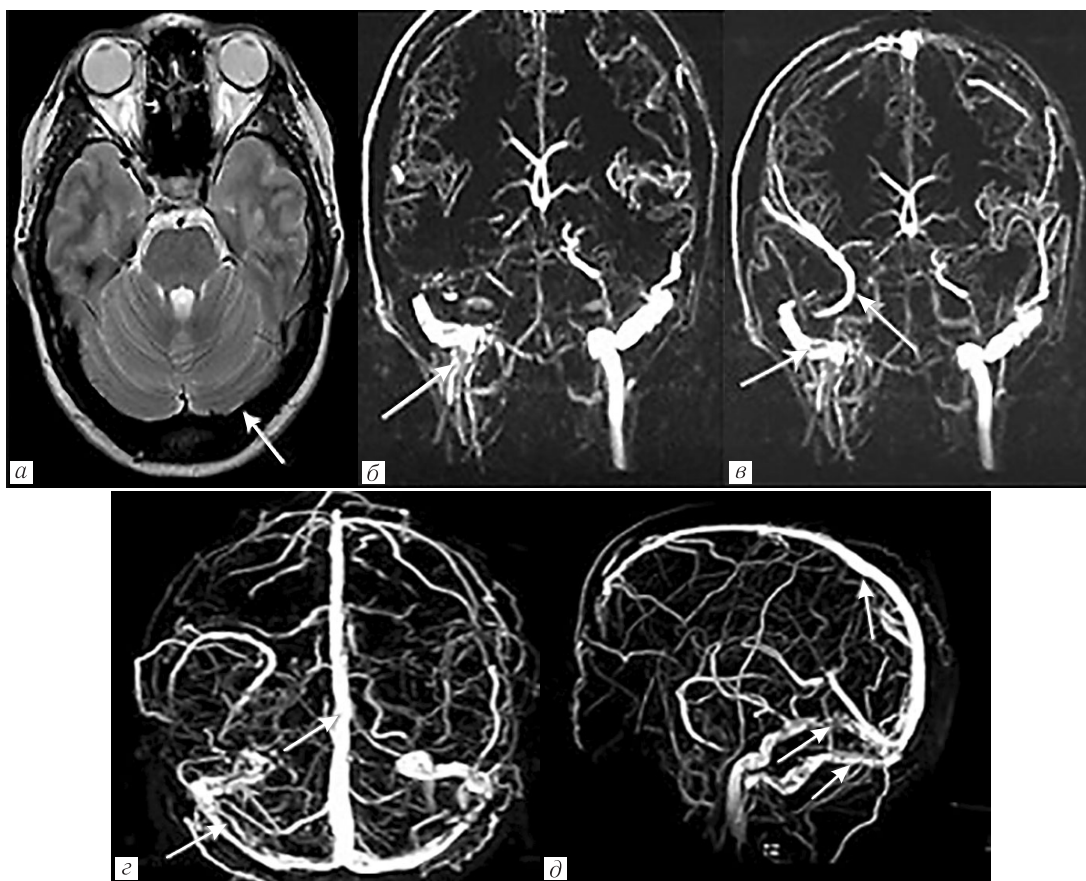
Изменение головного мозга у пациентки по данным МРТ-исследования (томограф 1.5 Тл) — *а* и МР-венографии — *б, в, з, д* после получения полного курса терапии. После терапии на нативном T2-взвешанном изображении (*а*) получен феномен «пустоты потока», норма. На МР-венографии визуализируется полное восстановление кровотока по верхнему саггитальному синусу (*з, д*). В сигмовидных (*в, з*), поперечных синусах (*з, д*) и правой яремной вене (*б*) частичное восстановление кровотока нельзя исключить остаточные тромбы с формированием дополнительных путей оттока в поверхностные (*в*) и глубокие вены шеи
